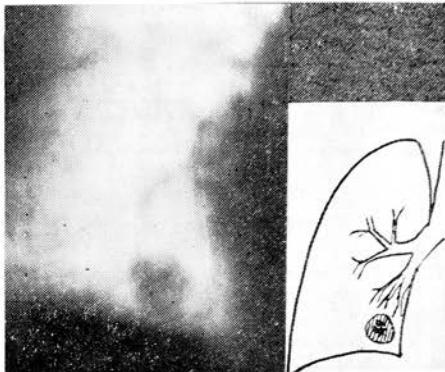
Фрагмент томограммы больного Я. Гамартома в 7-м сегменте правого легкого. Характер обызвествления (конгломеративно-глыбчатый) типичен для гамартомы, а отсутствие петрификатов в регионарных лимфатических узлах позволяет практически исключить туберкулому.
